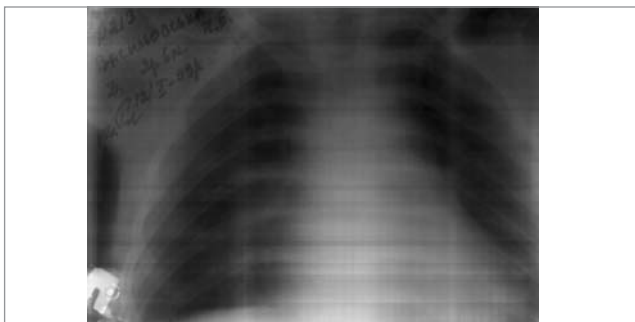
Рентгенографія органів грудної клітки дитини з синдромом Холта—Орама
